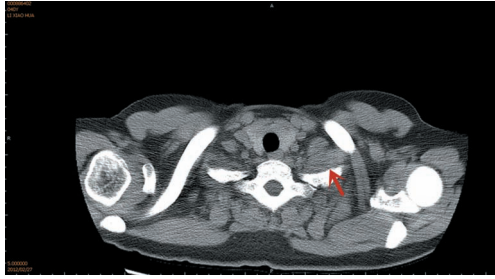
治疗6个月时多层螺旋CT平扫检查示患者左侧胸廓入口处软组织密度影较治疗前缩小(箭头所指,最大截面积为2.36 cm×1.53 cm)
